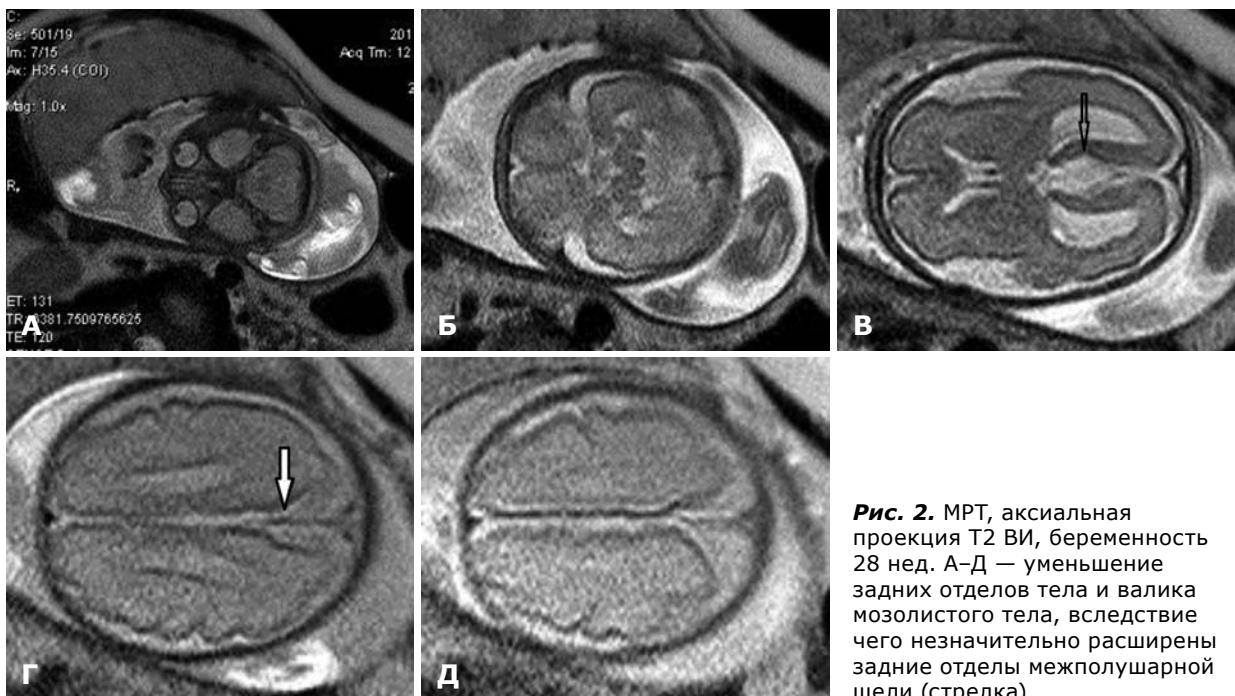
МРТ, аксиальная проекция T2 ВИ, беременность 28 нед. А–Д — уменьшение задних отделов тела и валика мозолистого тела, вследствие чего незначительно расширены задние отделы межполушарной щели (стрелка).
